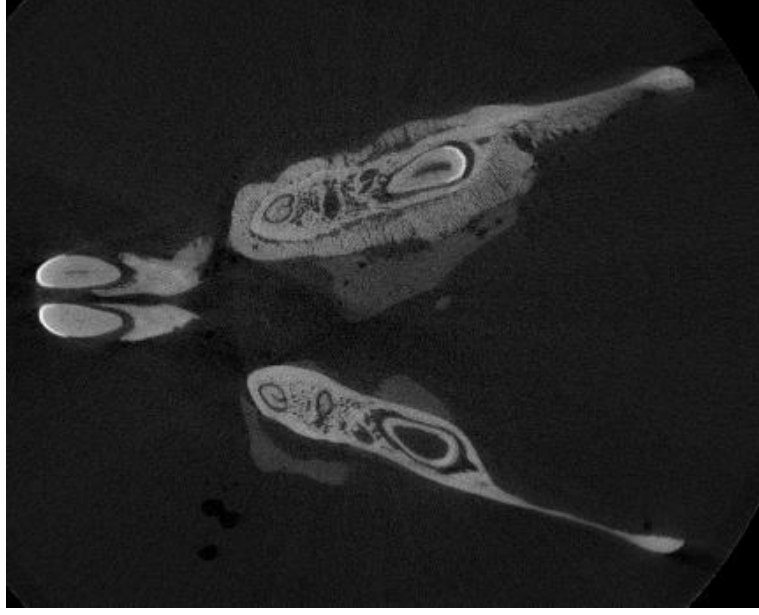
μ CT taraması öncesinde çenenin oryantasyonu.
